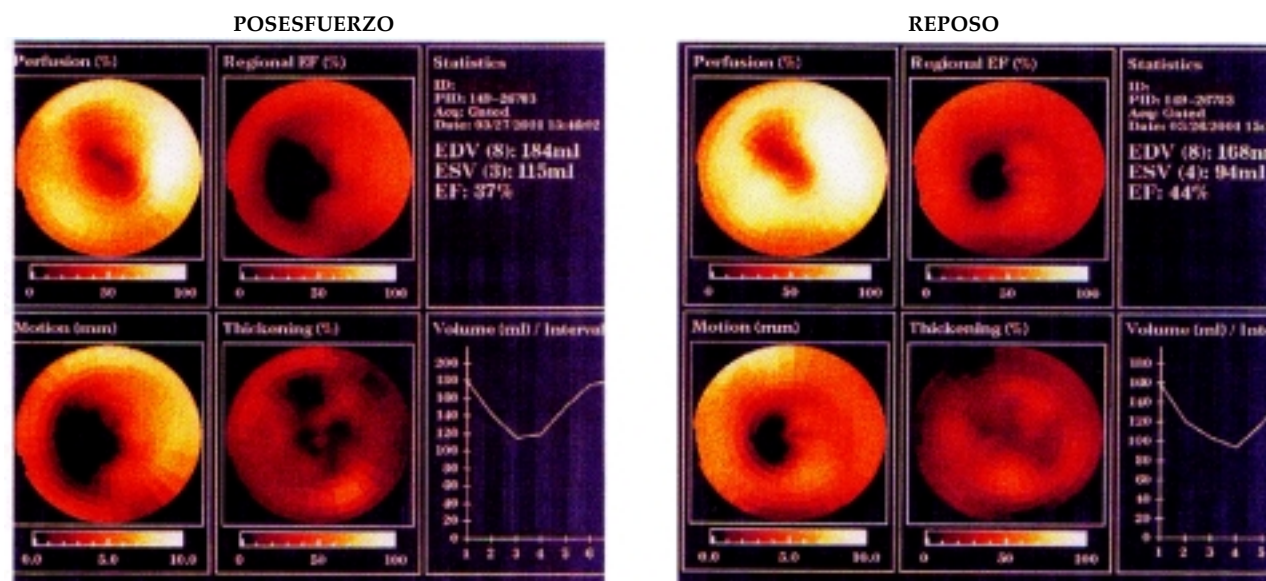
En el panel de la izquierda se observa el informe final del SPECT gatillado (*gated*) de esfuerzo y a la derecha el de reposo. Es de destacar la Fey posesfuerzo inmediato inferior a la Fey de reposo. Esto expresa el fenómeno de atontamiento prolongado.
